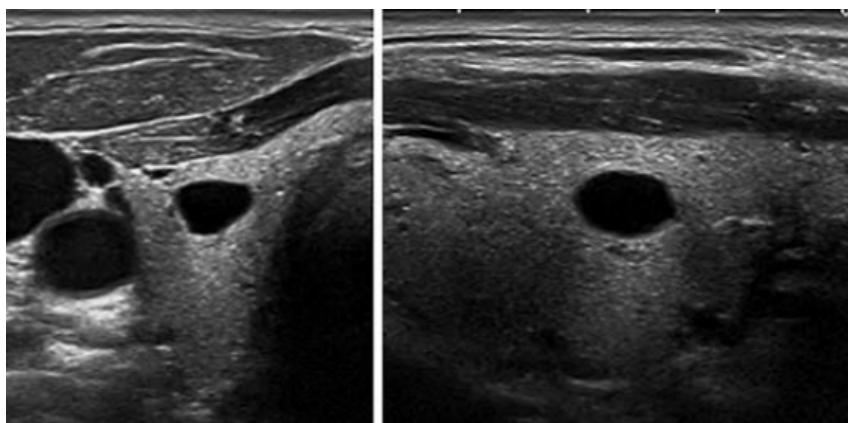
Aspect échographique EU-TIRADS 2 , nodule purement kystique anéchogène en coupe transversale (gauche) et longitudinale (droite)[30]
